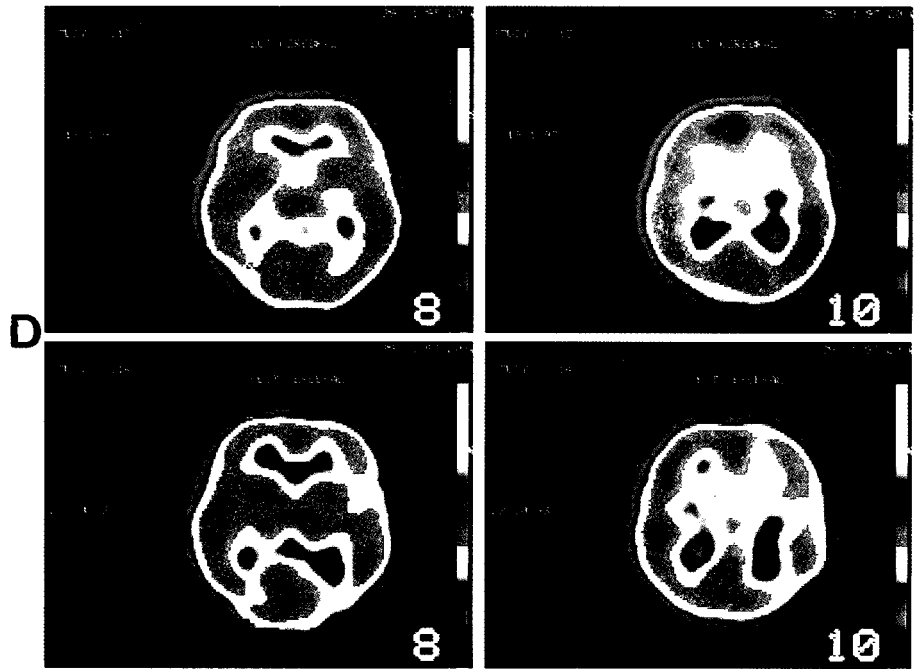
SPECT correspondiente al paciente n.º 2. Superior: estudio realizado en fase aguda. Se aprecia hipercaptación temporo-parietal izquierda. Inferior: estudio realizado 7 meses más tarde (en situación de normalidad clínica y EEG) en el que destaca la existencia de una marcada hipocaptación en la región posterior del hemisferio izquierdo. (D → derecha; I → izquierda.)
